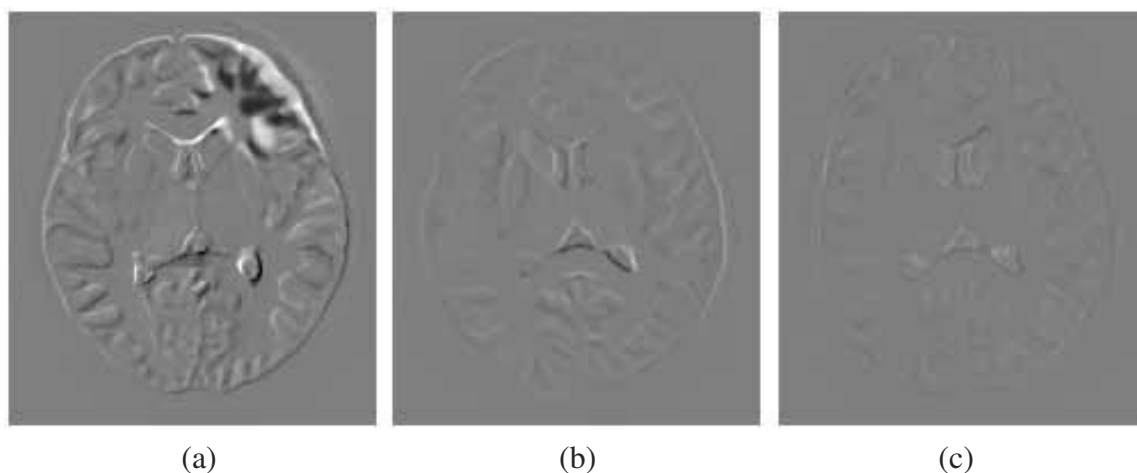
MRI到MRI配准前和配准后的图像灰度值差异图；其中（a）是配准前；（b）是利用20mm间隙的FFDs控制网格配准后；（c）是在（b）配准结果基础上进一步利用10mm间隙的FFDs控制网格配准后的差异图。
